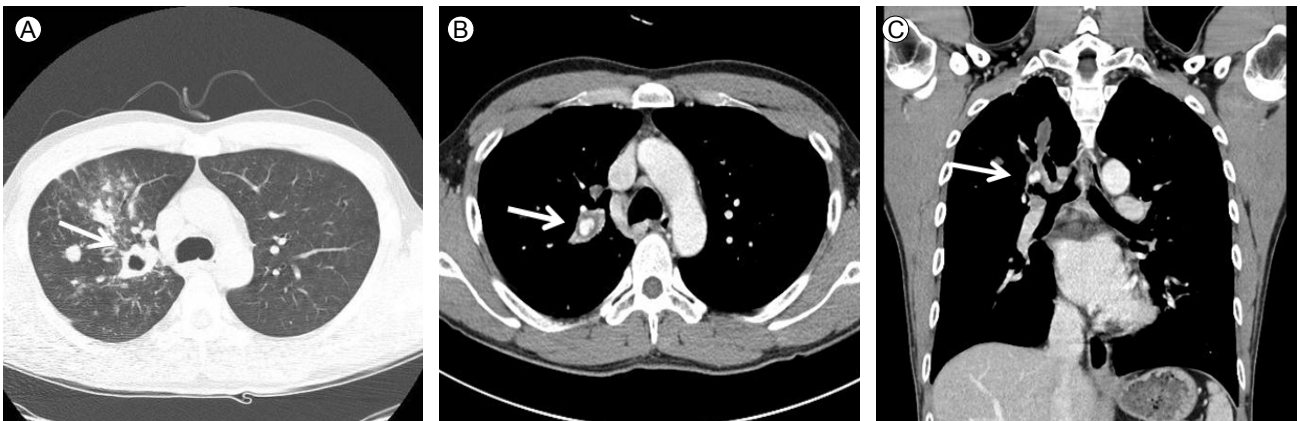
Initial chest computed tomography (CT) shows multiple nodular infiltrates and a cavity in the right upper lobe (A). Chest CT taken after massive hemoptysis shows a 13-mm vascular mass with strong contrast enhancement in the cavity (arrow) (B, C).
